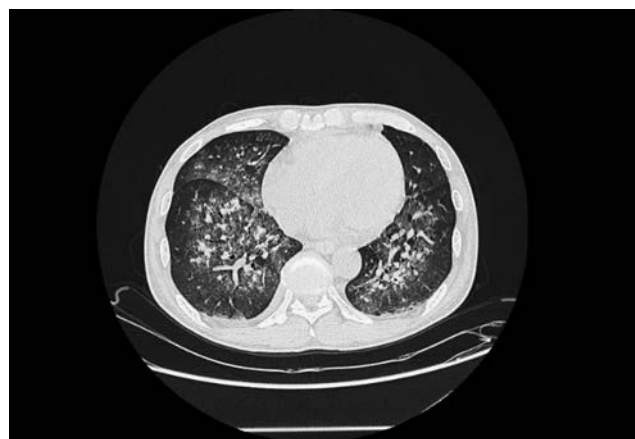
入院時胸部 CT 全肺野にわたり粒状影とすりガラス影が認められる.
